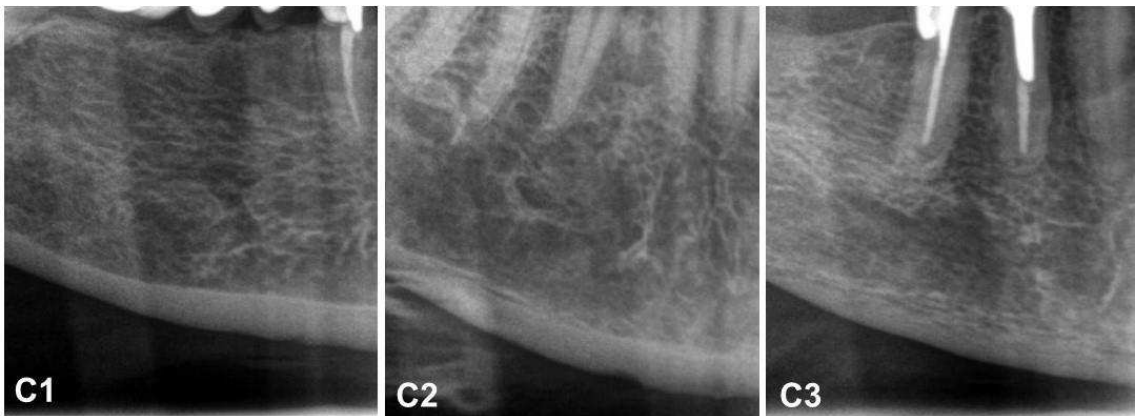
Corte da base da mandíbula na radiografia panorâmica que evidencia a classificação ICM. C1 – margem endosteal do córtex é uniforme e nítida em ambos os lados; C2 – margem endosteal possui reabsorção lacunar e/ou resíduo cortical endosteal está presente em um ou ambos os lados; C3 – presença significativa de resíduo endosteal e porosidade severa na camada cortical.
